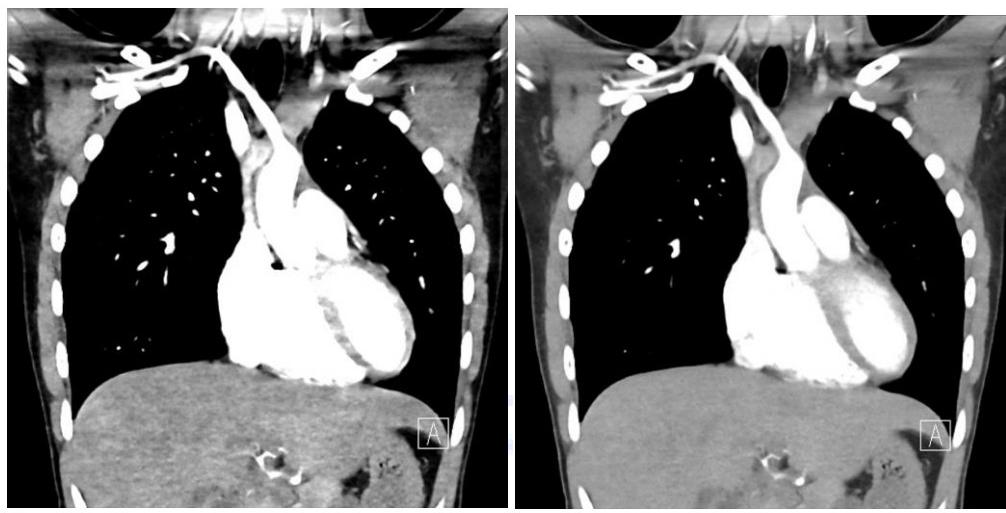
Виртуальная моноэнергетическая двухэнергетическая компьютерная томография с оптимизацией коронарального шума грудной клетки.
